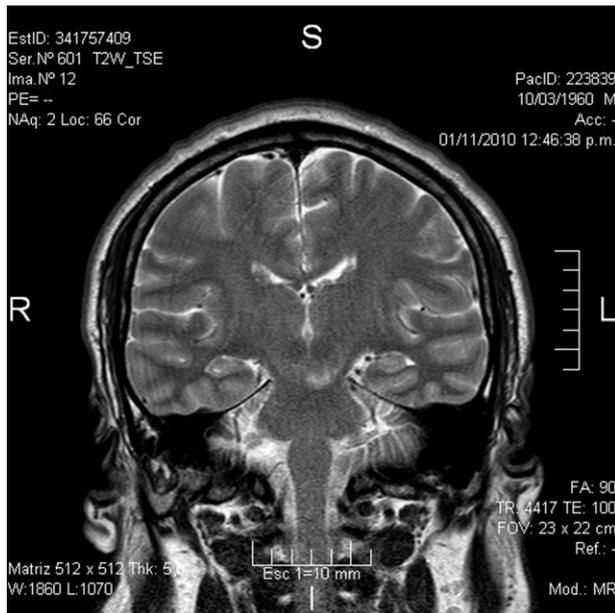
RMN corte coronal.
